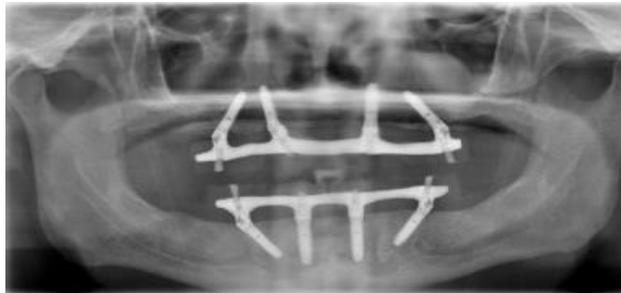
Radiographie panoramique montrant des "All-on-four" standards au maxillaire et à la mandibule (70).
